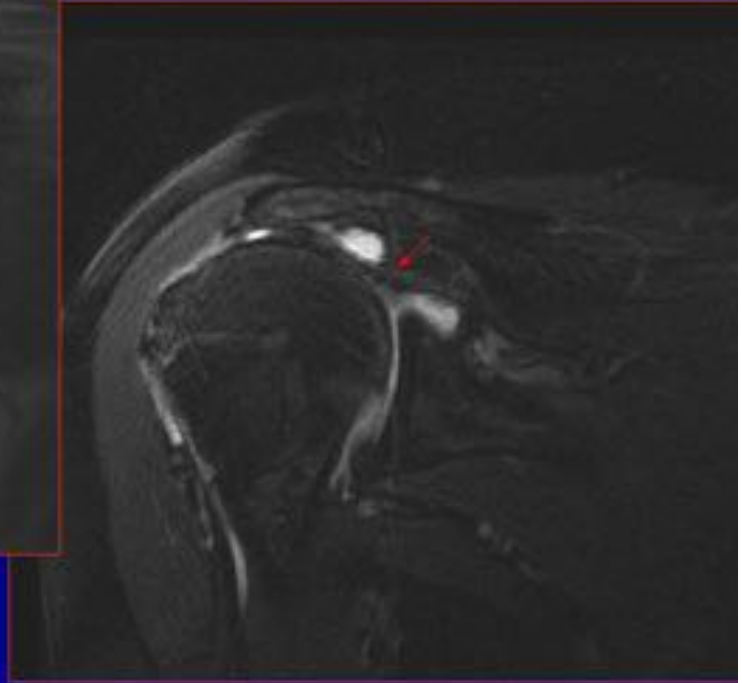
Rotura masiva del tendón del supraespinoso con extensión al infraespinoso en RM.
